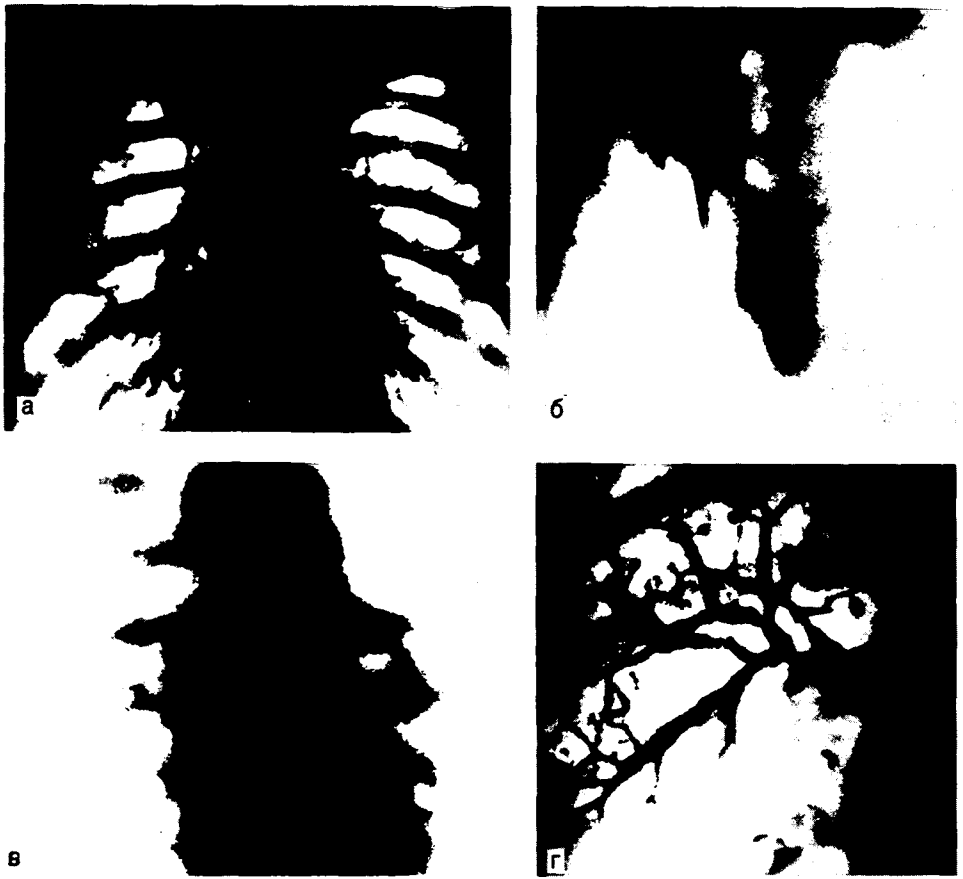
Рентгенологическая картина при раке легкого.
